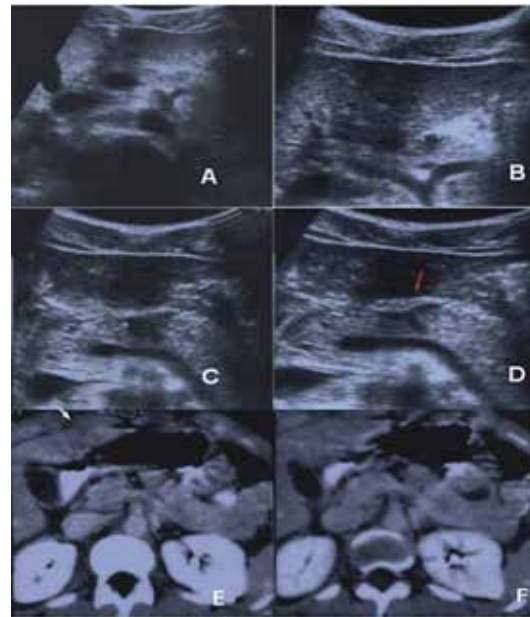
Trauma de pâncreas. A imagens "A", "B", "C", "D" são de ultrassonografia e "E" e "F" são de tomografia computadorizada com contraste¹⁰.
